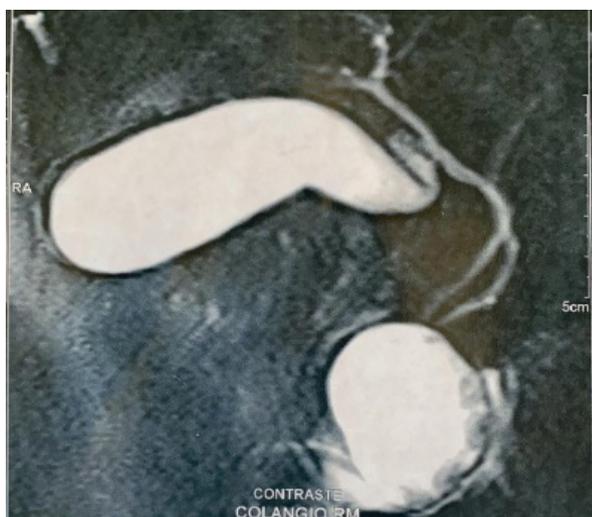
Imagem obtida a partir da colangiopancreatografia por ressonância magnética, na qual se evidencia a vesícula biliar com aspecto morfológico e conteúdo normais e a formação sacular ovalada com cálculos sugerindo coledococèle.
